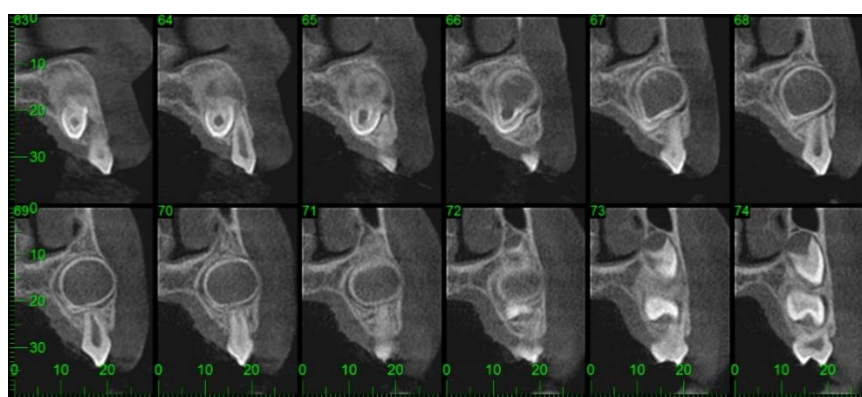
Tomografia Computadorizada de Feixe Cônico evidenciando a ausência do incisivo lateral esquerdo superior – 22 e a presença de lesão unilocular.
